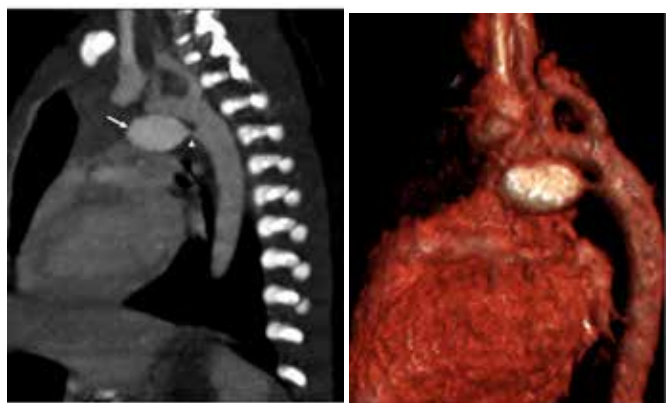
Estudio de la ADA mediante angiotomografía con reconstrucción 3D.
